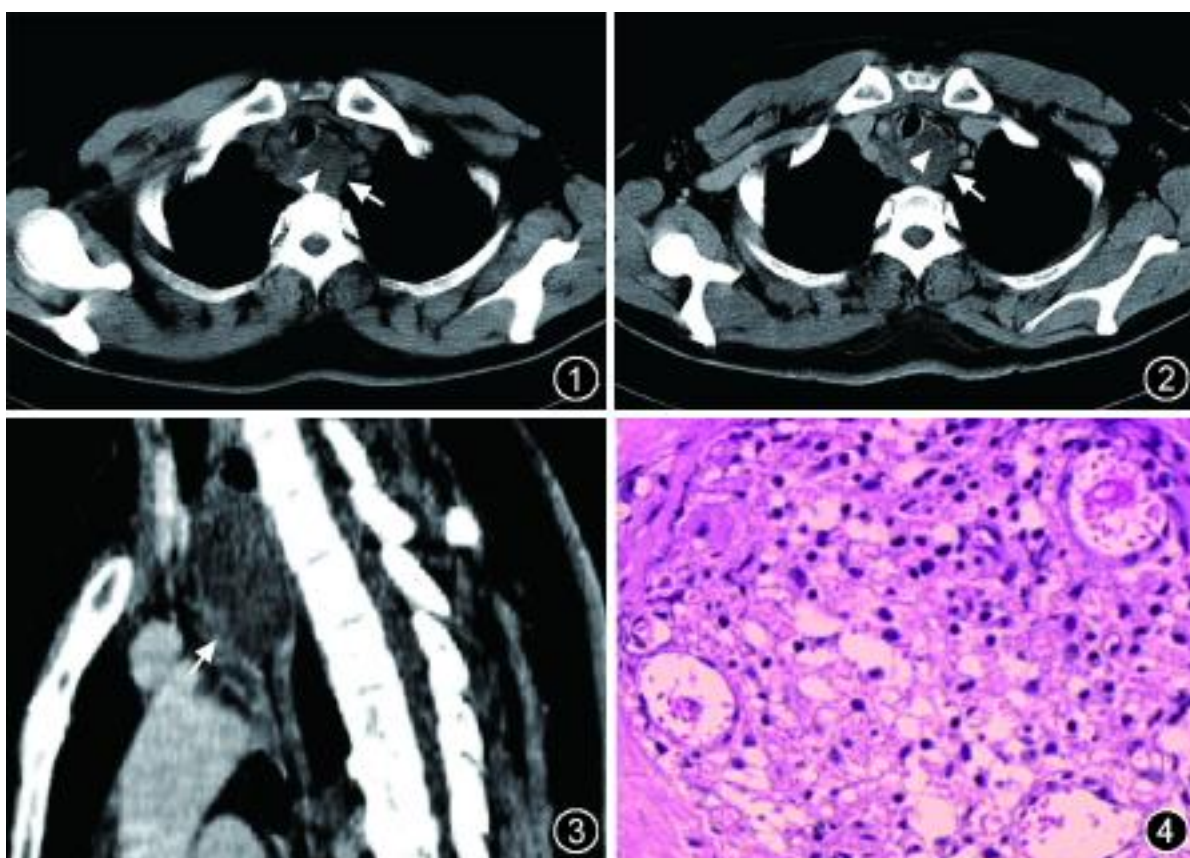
2 分别为 CT 平扫和增强扫描, 胸廓入口后纵隔肿瘤与肌肉比较, 平扫呈低密度, 增强扫描呈轻度强化(箭头); 食管受压向左移位, 管腔狭窄呈裂隙状(箭) 图 3 矢状面多平面重组图像, 胸廓入口至主动脉弓上椭圆形肿瘤, 被大血管包绕(箭) 图 4 光学显微镜下示纤维脂肪组织内见组织细胞和多形性巨细胞增生, 胞质丰富和奇异性核(HE × 200)
